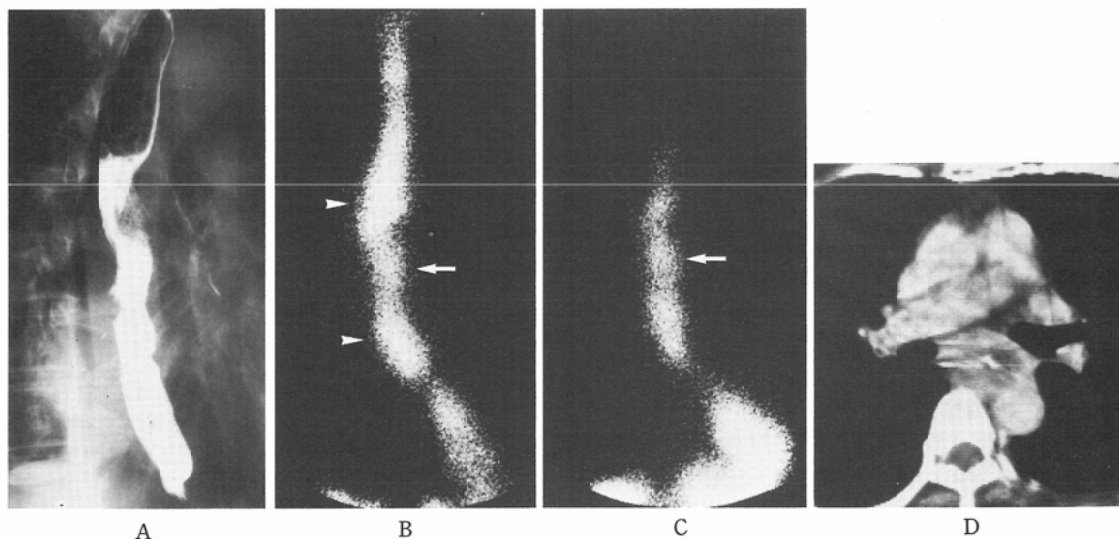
New contrast material for CT having adhesiveness to the cancerous stenosis.
